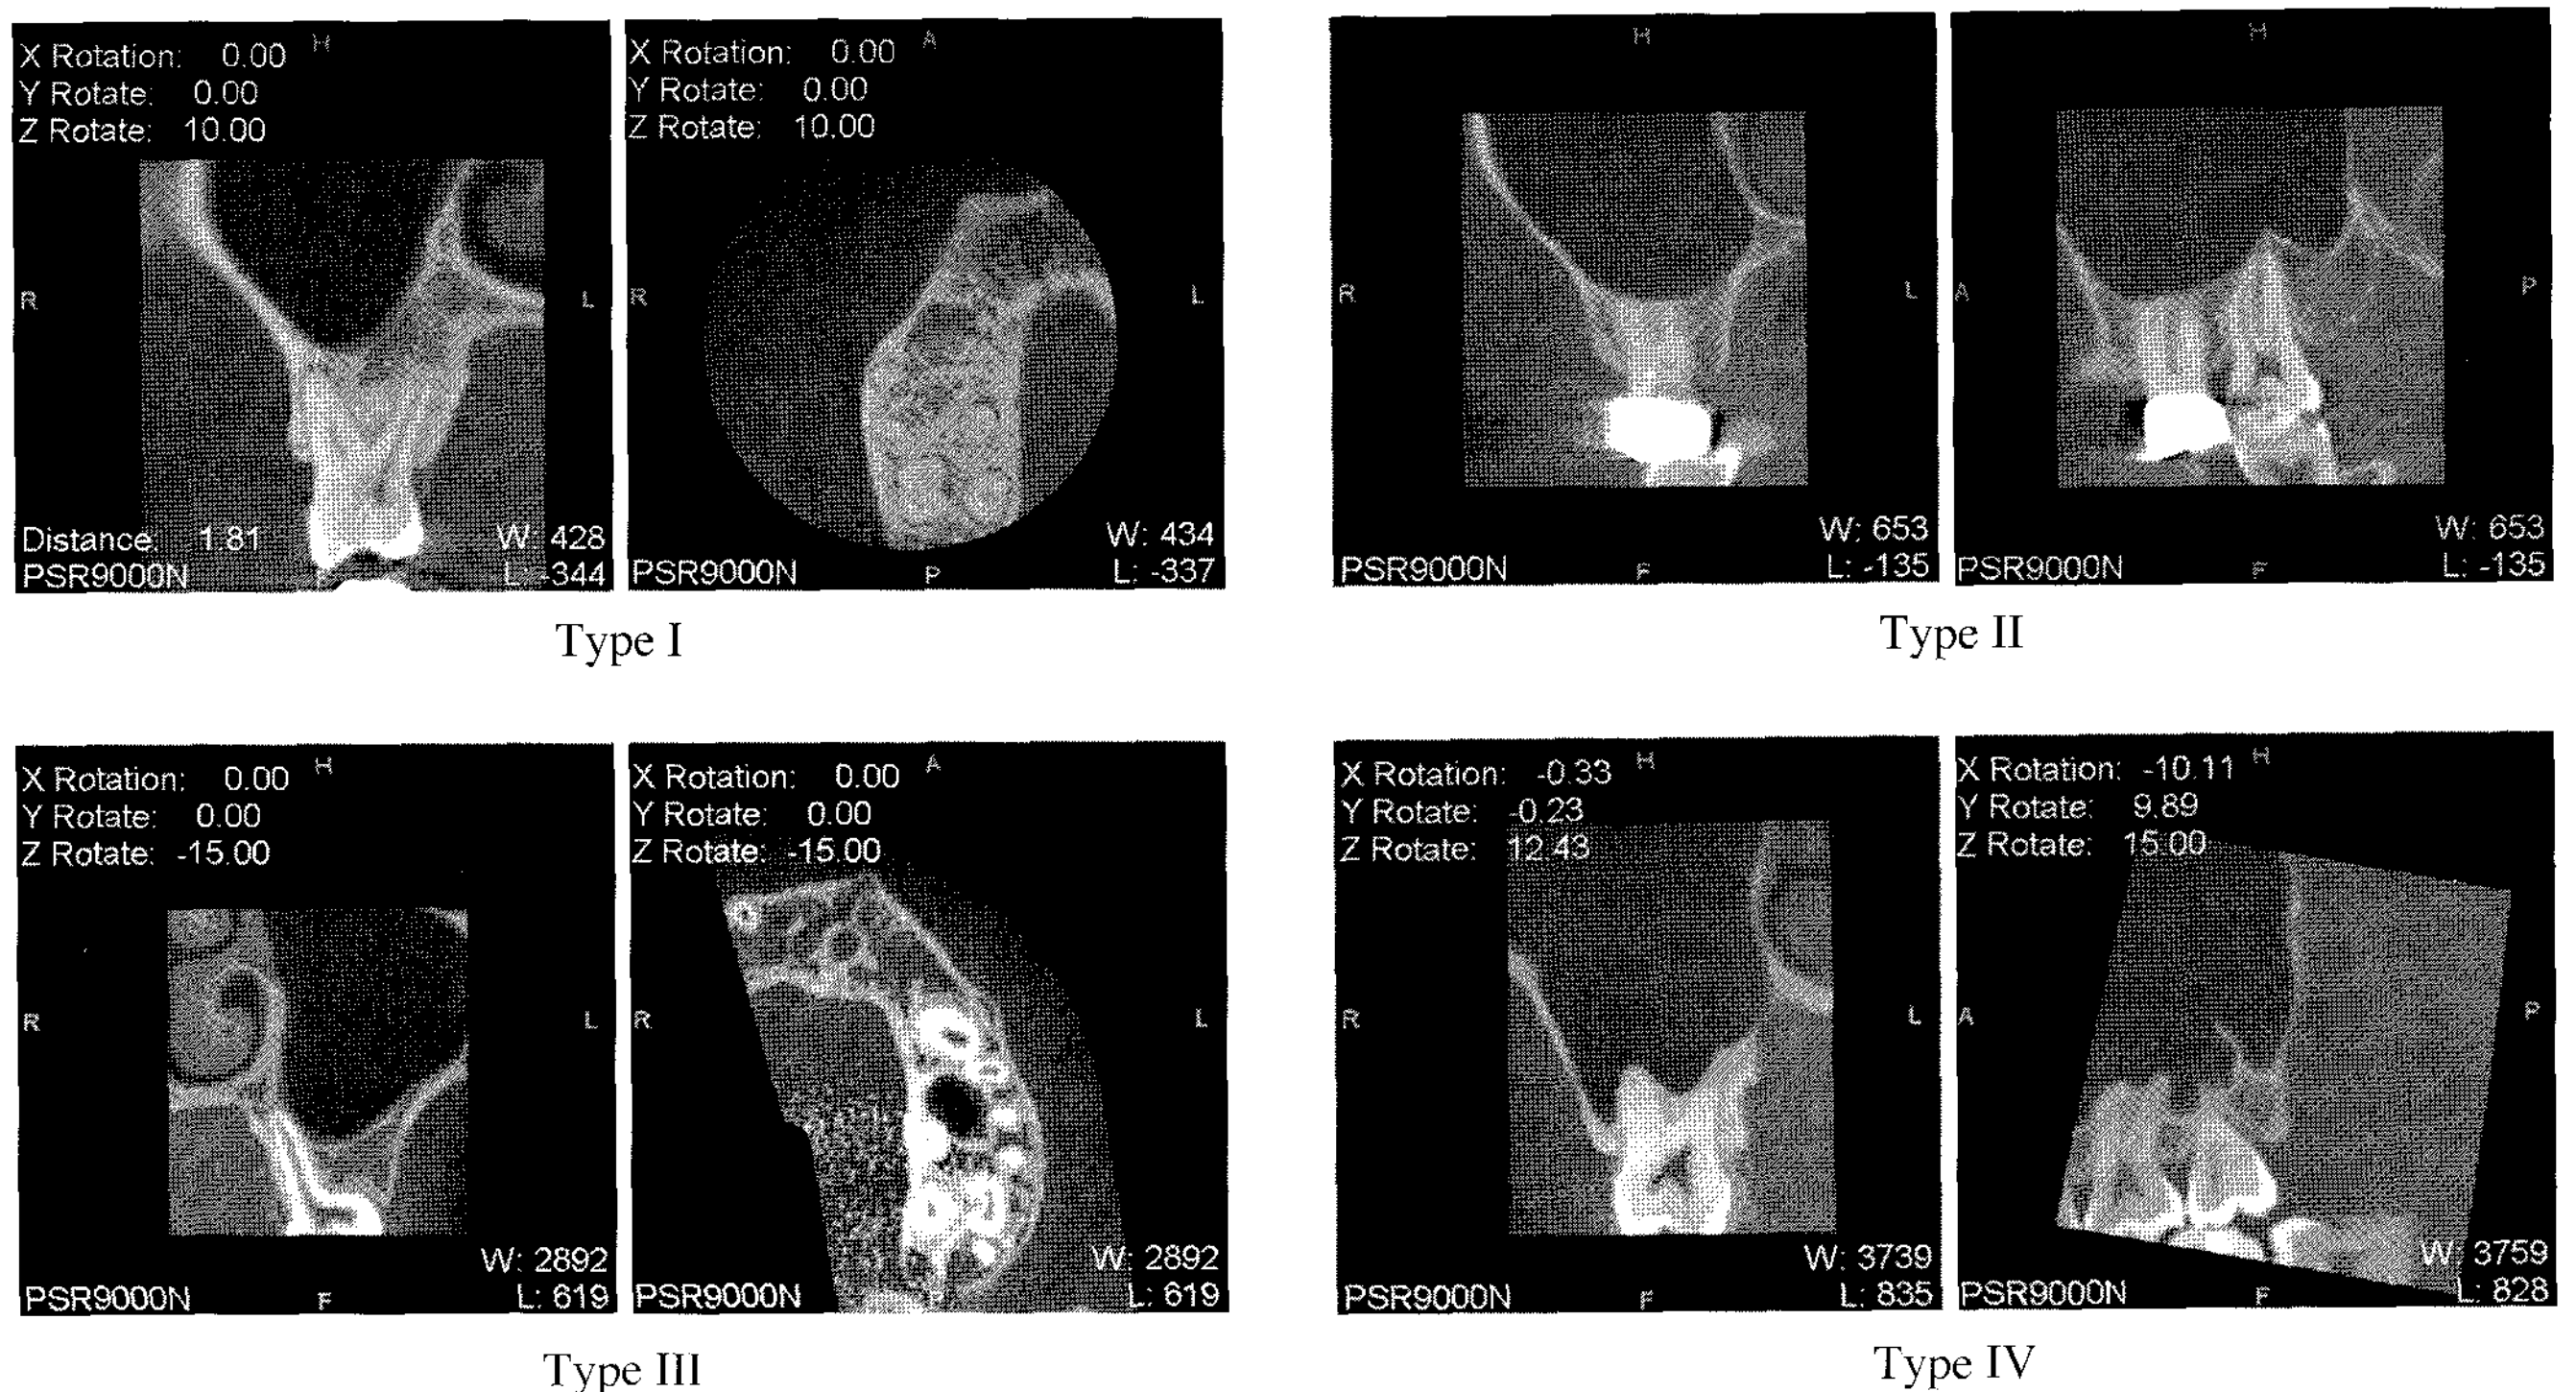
CBCT images show four types of the maxillary sinus floor according to the vertical relationship to the maxillary first molar.
